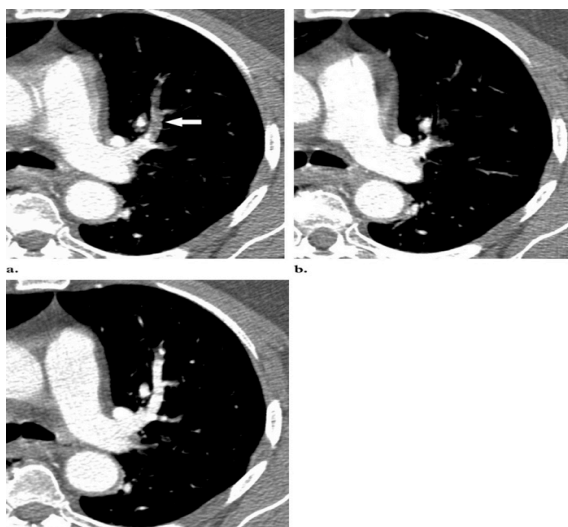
Artefacto de volumen parcial en una mujer de 52 años con disnea. (a) En una tomografía computarizada de 3.75 mm de espesor, el promedio de volumen parcial del vaso y el pulmón crea un artefacto que imita la embolia pulmonar dentro del segmento anterior de la arteria pulmonar del lóbulo superior izquierdo (flecha). La aparente embolia pulmonar está mal definida. (b) Tomografía computarizada
